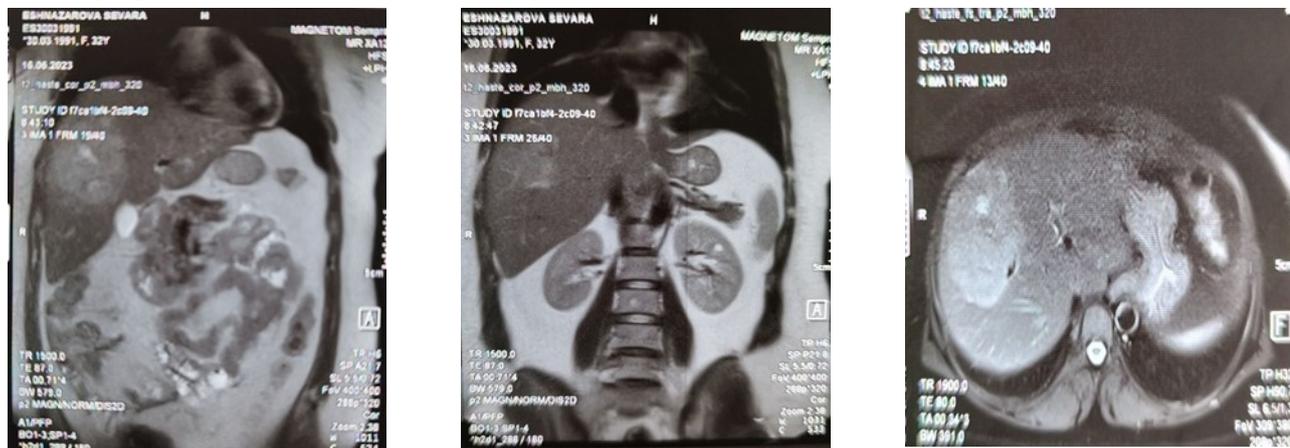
Abdominal MRI scan showed volumetric derivative of segments V, VII, VIII of the right lobe of the liver, which is suggestive for Hepatocellular cancer, 1st degree hepatomegaly.
